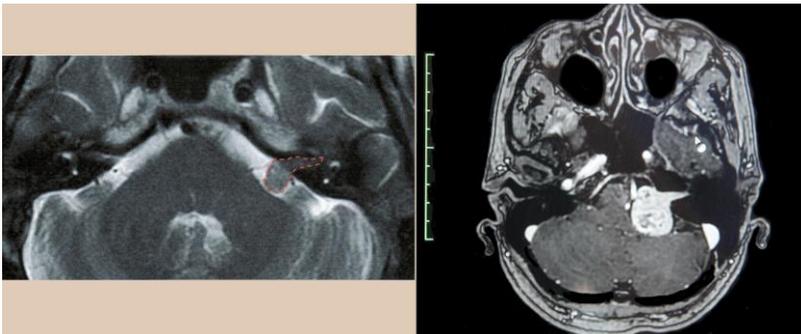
IRM de gauche en coupe Axiale T2 ; contournage du schwannome vestibulaire gauche, stade 2, il ne touche pas le tronc cérébral.
